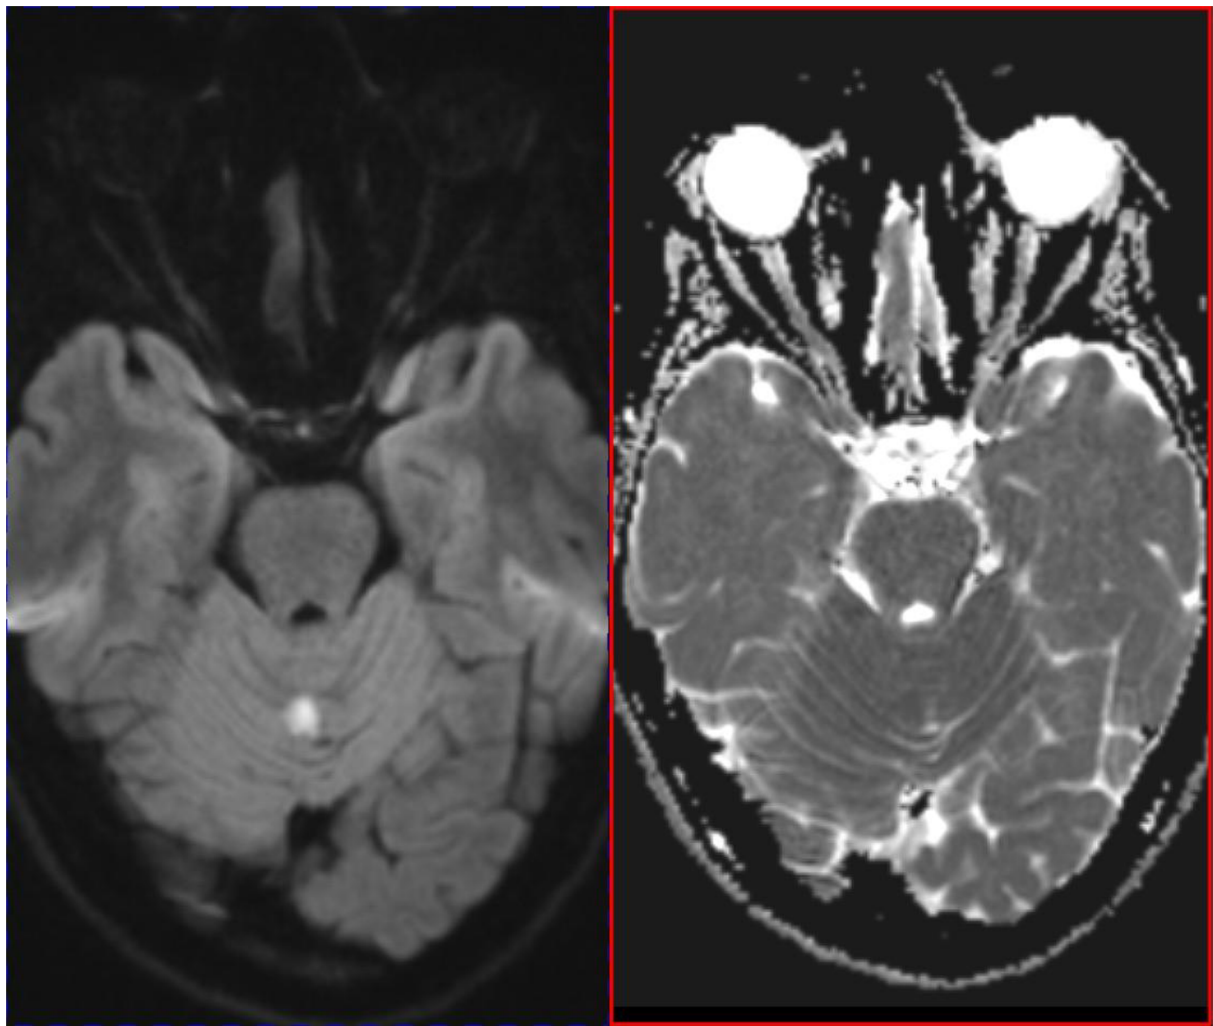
Porovnání MR DWI (vlevo) a CT (vpravo) - metastáza ve vermis mozečku - v přední části Varolova mostu ischemie
